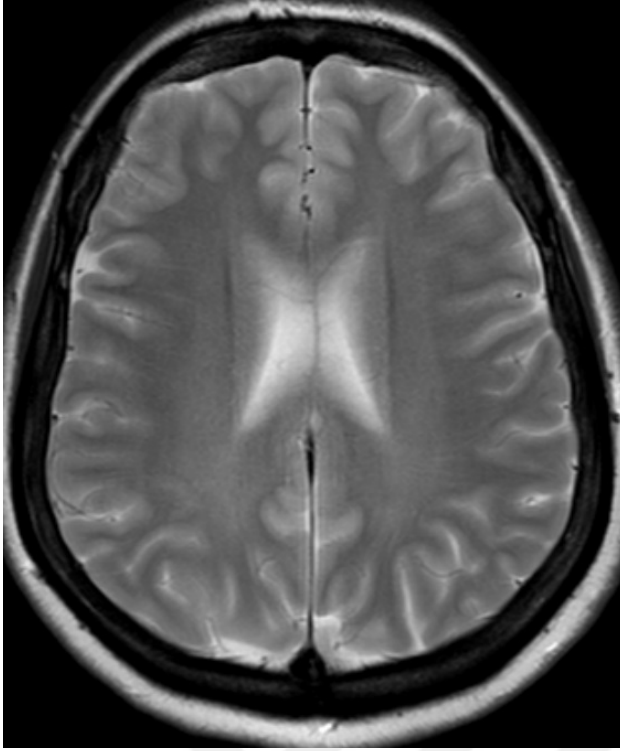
Kr. MRG'de sağ oksipitalde FKD ile uyumlu lezyon ve sol HS (No:1, 25y, E)
